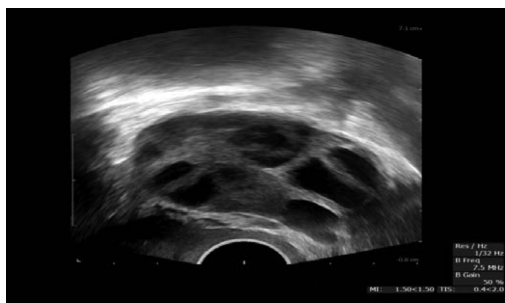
Нормальный овариальный резерв (слева) и сниженный овариальный резерв (справа) на ТВ-УЗИ
